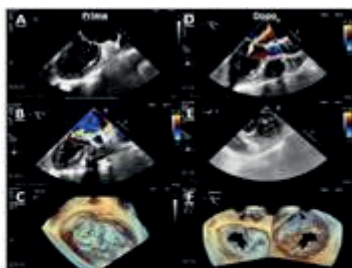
A, B, C: L'ecocardiogramma transesofageo (TEE) mostra un'insufficienza mitralica severa (A, B) con jet eccentrico ed effetto Coma secondario a flail di P2M2 da rottura di due corde tendinee; si visualizza anche un piccolo aneurisma micotico: sia in 2D (A) sia in 3D (C). Figure 1. D, E, F: controllo TEE post-Mitraclip a distanza di un mese: al Color-Doppler evidenza di clip in situ con insufficienza residua di grado moderato (D) con netta riduzione dell'area di convergenza nelle proiezioni transgastriche (E); al 3D-TEE (F) presenza di due ostii valvulari intascati con area complessiva di 4 cm².
